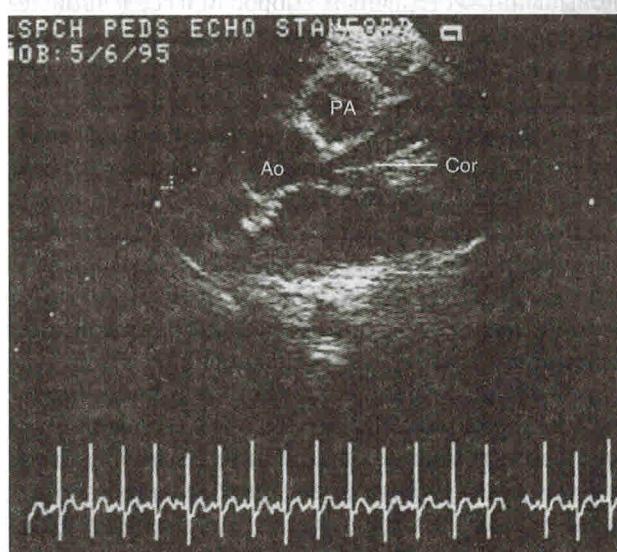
Двухмерная эхокардиограмма. Гигантская аневризма коронарной артерии у пациента с болезнью Кавасаки: PA — легочная артерия; Ao — аорта; Cor — коронарная артерия
